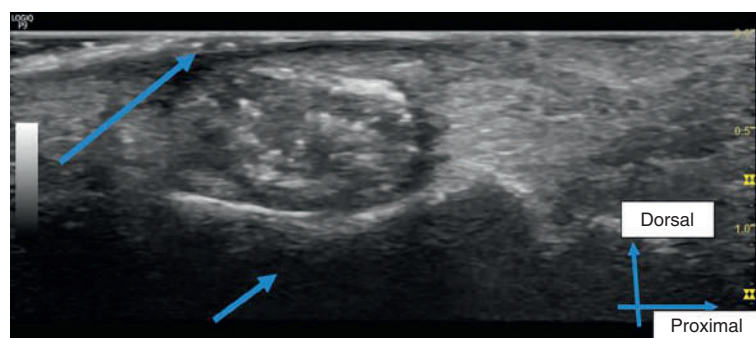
Échographie de l'appareil unguéal, coupe longitudinale, sonde 18 MHz. Noter la tuméfaction entre la tablette et la phalange distale. Flèche longue sur la tablette, flèche courte sur la phalange distale (Pd).
